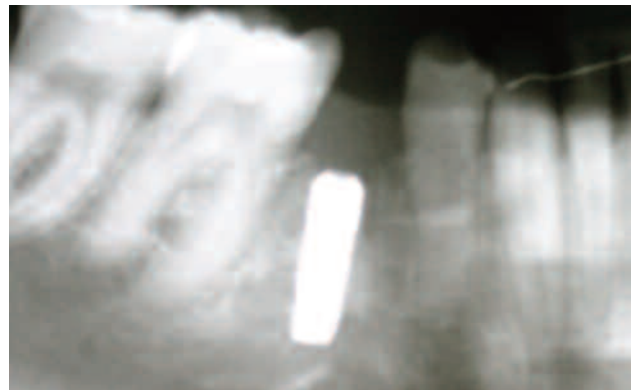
Röntgenkontrolle von Implantat 45.
